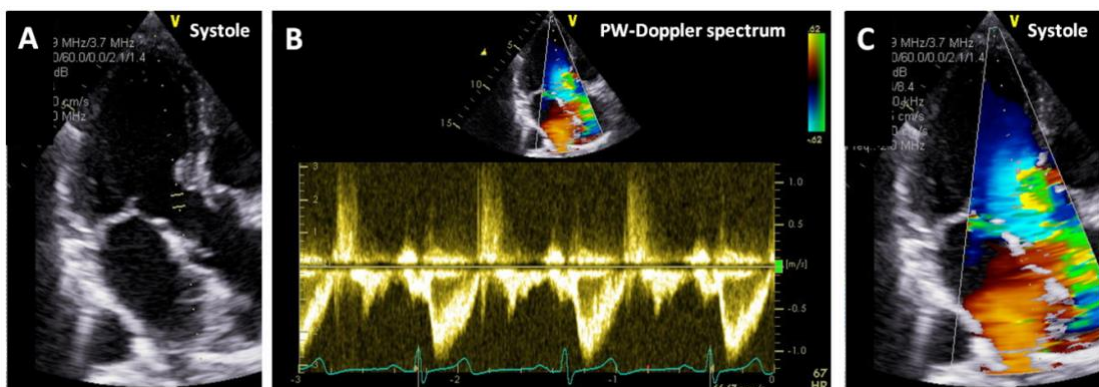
标准超声心动图测量中包括左室流入道脉冲波多普勒频谱。将取样容积置于二尖瓣环下约 10mm 二尖瓣叶和腱索交界处测量(A)。左室流
